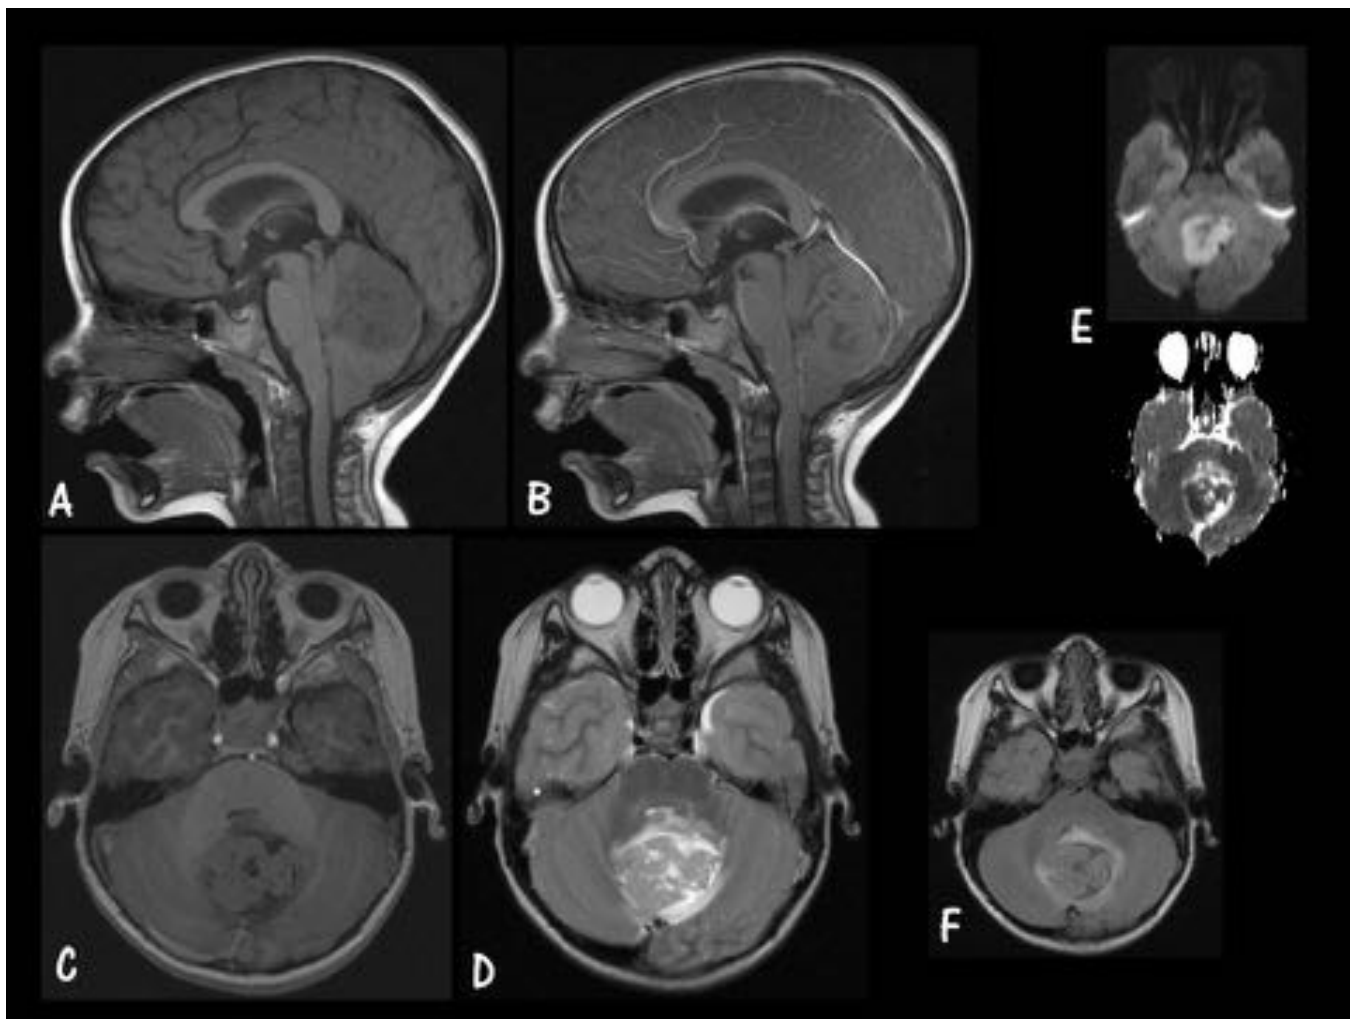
MB Subgrupo 4. Caso 3. Sagital T1 sin GD. B. Sagital T1 con GD. C. Axial T1 con GD. D. Axial T2 FS. E. Axiales Difusión (arriba) y ADC (abajo). F. Axial FLAIR. Masa dentro del IV ventrículo, sin realce tras la administración de CIV, con áreas quísticas en su interior, que restringe el agua libre en el estudio de difusión y es hipointenso en el ADC, compatible con MB subgrupo 4.
